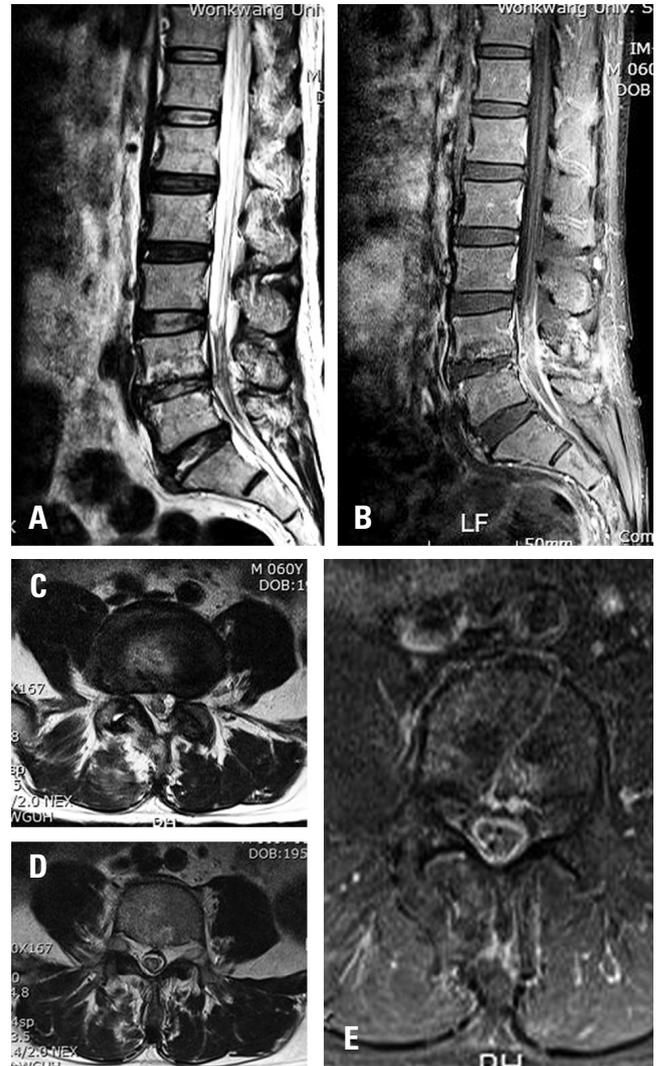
(A) A sagittal T2-weighted image shows marked peridural fibrosis at the level of the L4-5 segment. (B) A sagittal enhanced image shows a lesion with high signal intensity at the corresponding area at L4-5. (C, D, E) Clumping of the cauda equina with the pia mater and enhancement of the dura were noted in T1- and T2-weighted axial images.
